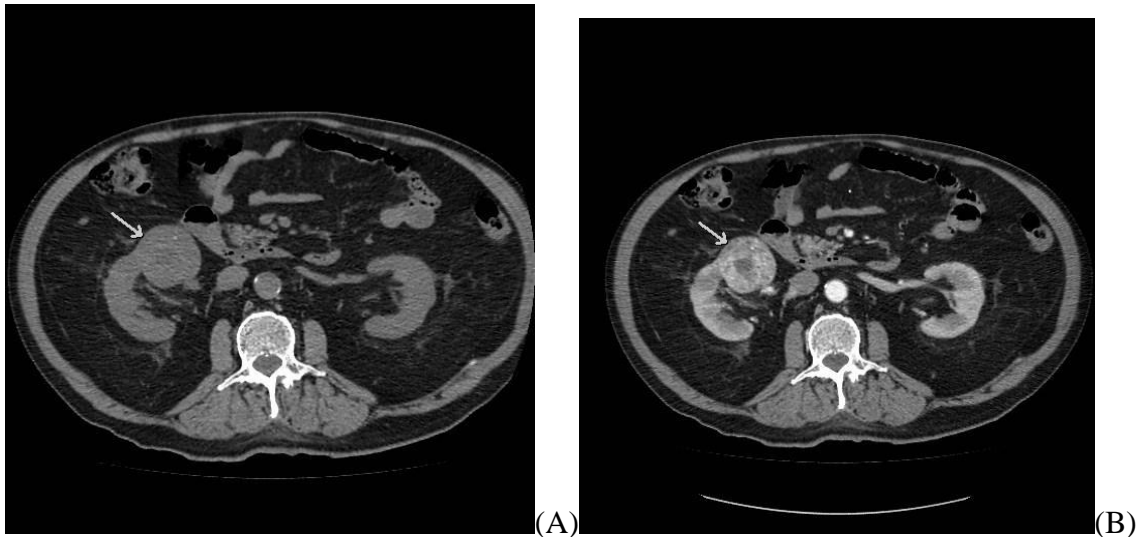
30.8b: TC na fase pré-contraste (A) demonstra nódulo com densidade de partes moles no polo inferior do rim direito. TC com contraste na fase arterial (B) mostra importante realce do nódulo, compatível com neoplasia renal primária.
